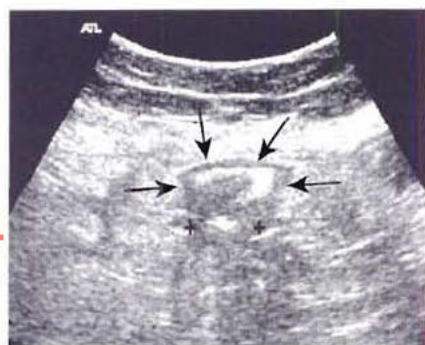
Échographie de la fosse iliaque droite : l'iléon terminal a des parois épaissies, sur cette coupe transversale, (flèches) chez ce patient présentant une maladie de Crohn ; noter un petit abcès (croix).
